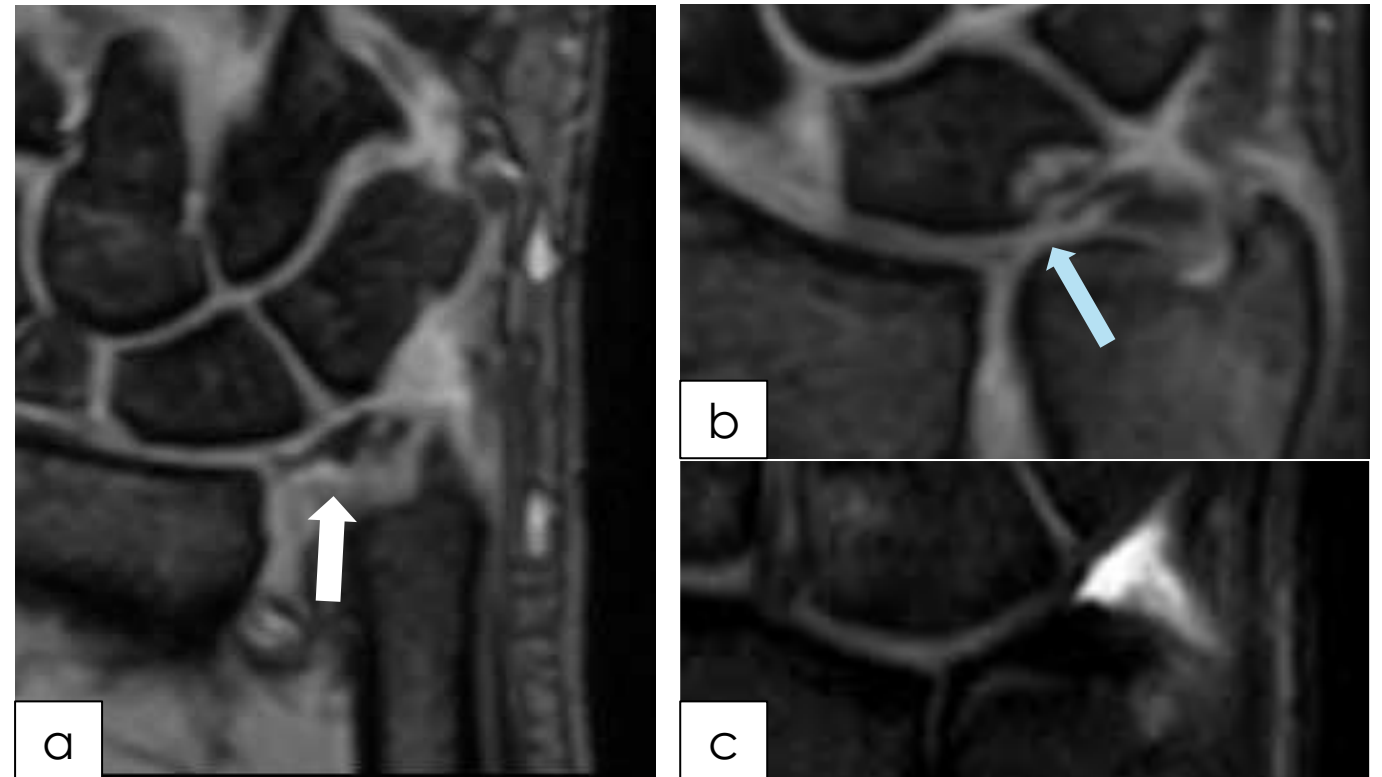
a y b) Muestra dos RM muñeca secuencias DP-FFE de dos pacientes diferentes. En (a) se observa un adelgazamiento de la porción central del FCT y en (b) una rotura de la misma porción. Compárese con el grosor normal (c).
